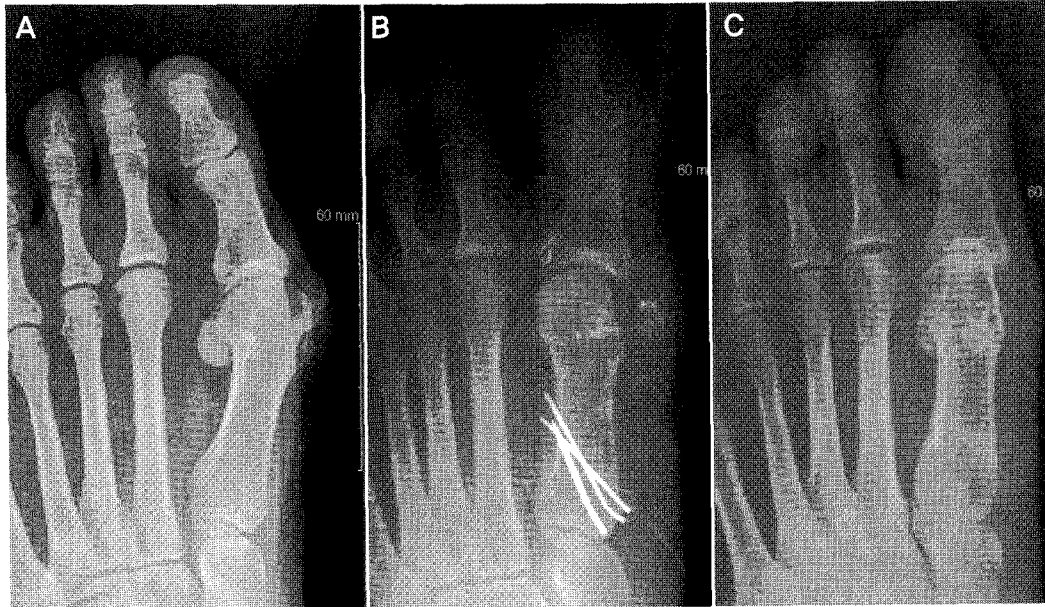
(A) Preoperative AP radiography, (B) postoperative AP radiography, (C) 27 months follow-up AP radiography showed correction of the hallux valgus deformity with proximal metatarsal closing wedge osteotomy.
